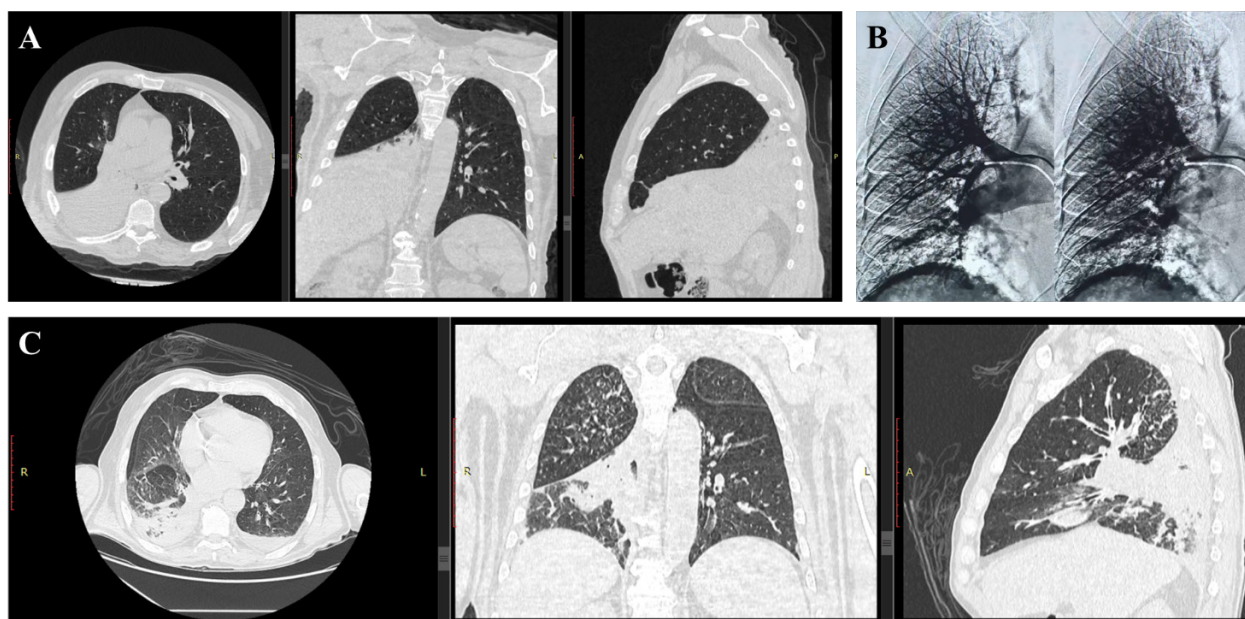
Сканы МСКТ ОГК и ангиопульмонограммы пациента при поступлении и в процессе лечения (клинический пример № 1): А — сканы МСКТ ОГК пациента при поступлении: массивное затемнение паренхимы нижней доли правого легкого; В — на нативных ангиопульмонограммах четкая визуализация всех ветвей легочной артерии и паренхиматозной фазы исследования; С — сканы МСКТ ОГК пациента в процессе лечения: уменьшенная выраженность и распространенность инфильтрации паренхимы нижней доли правого легкого
